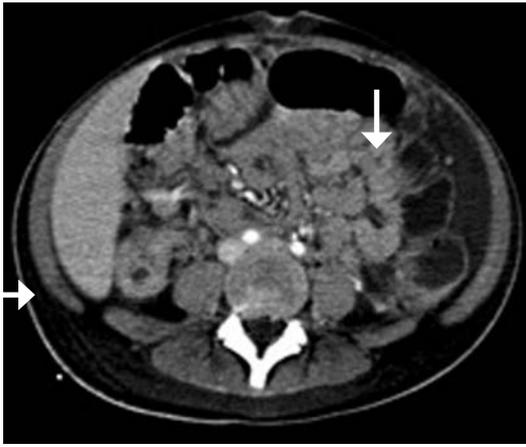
TC que muestra asa de colon con marcado engrosamiento de la pared, de tipo concéntrico con datos de deshilachamiento de la grasa pericolónica, hacia corredera izquierda con líquido libre.
